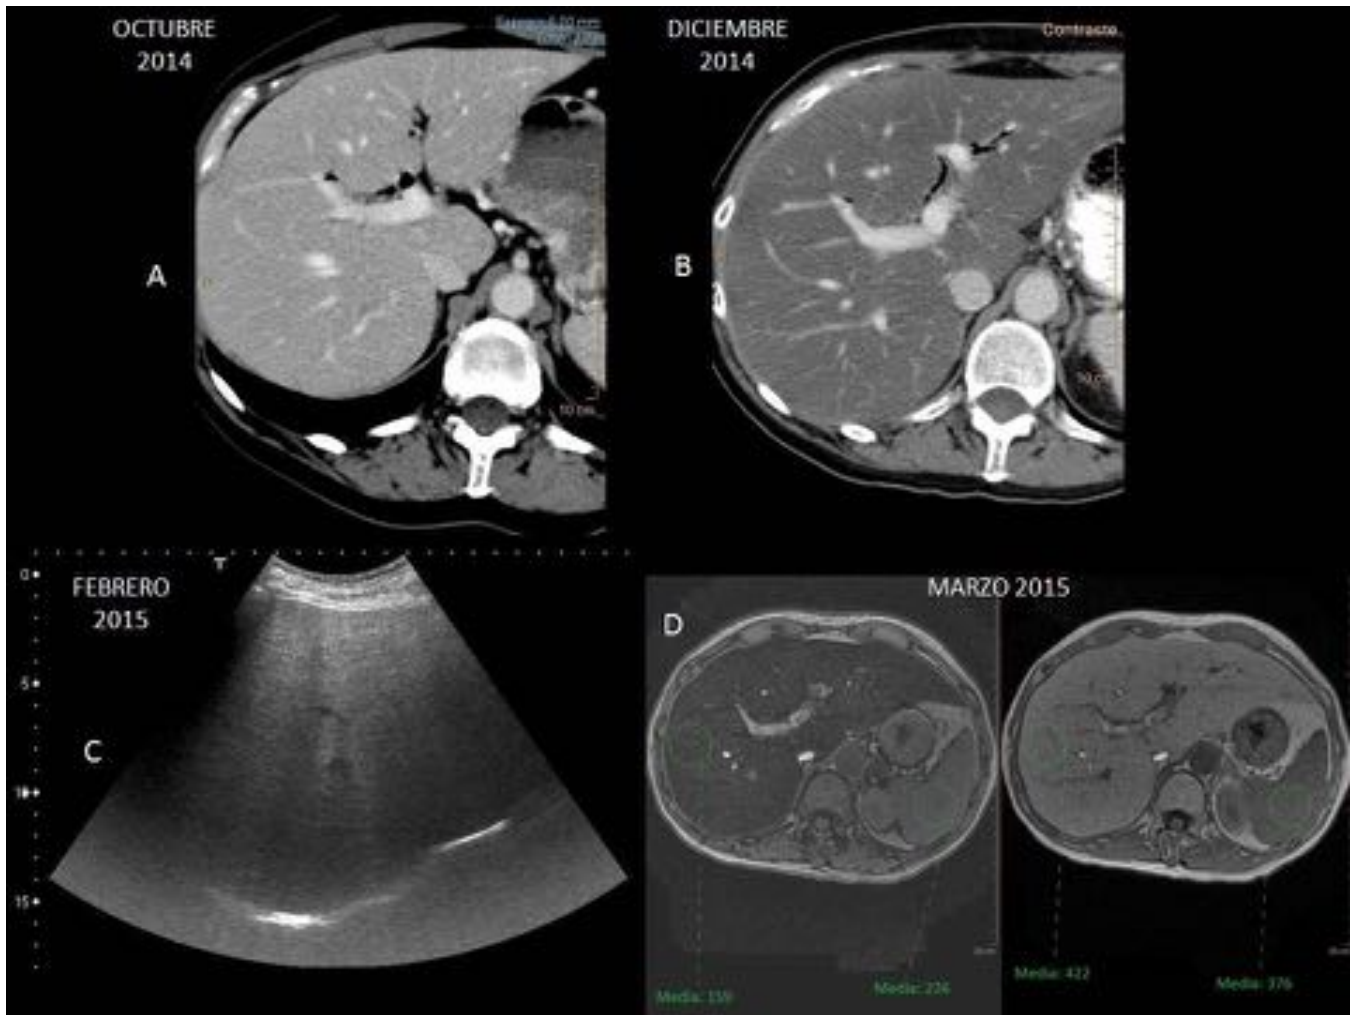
Mujer de 52 años diagnosticada de adenocarcinoma de páncreas que comenzó tratamiento adyuvante con quimiorradioterapia tras la cirugía y desarrolló en pocas semanas esteatosis hepática severa. Se realizó un TC postquirúrgico (A) en el que no se observaban alteraciones relevantes en el parénquima hepático. Ante una elevación de transaminasas se hizo un nuevo TC (B) en el que se demostró la aparición de infiltración grasa, confirmada posteriormente tanto en ecografía (C) como en RM (D).
